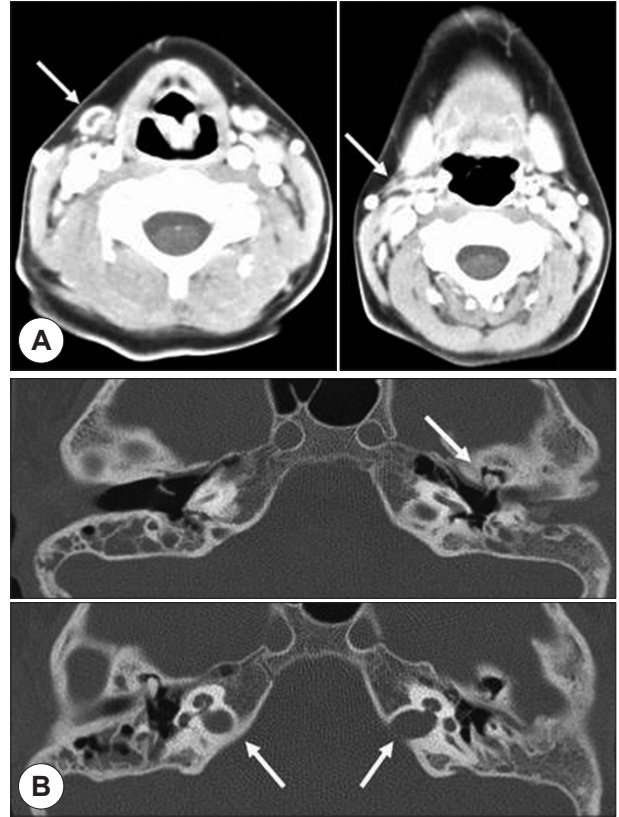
A : Neck computerized tomography--Both branchial fistula. Note presence of branchial fistula tract(Left) and tonsillar opening(Right). B : Temporal bone computerized tomography. Note presence of ossicular(upper arrow), cochlear dysplasia and bulbous internal acoustic canal(lower arrows), both.
